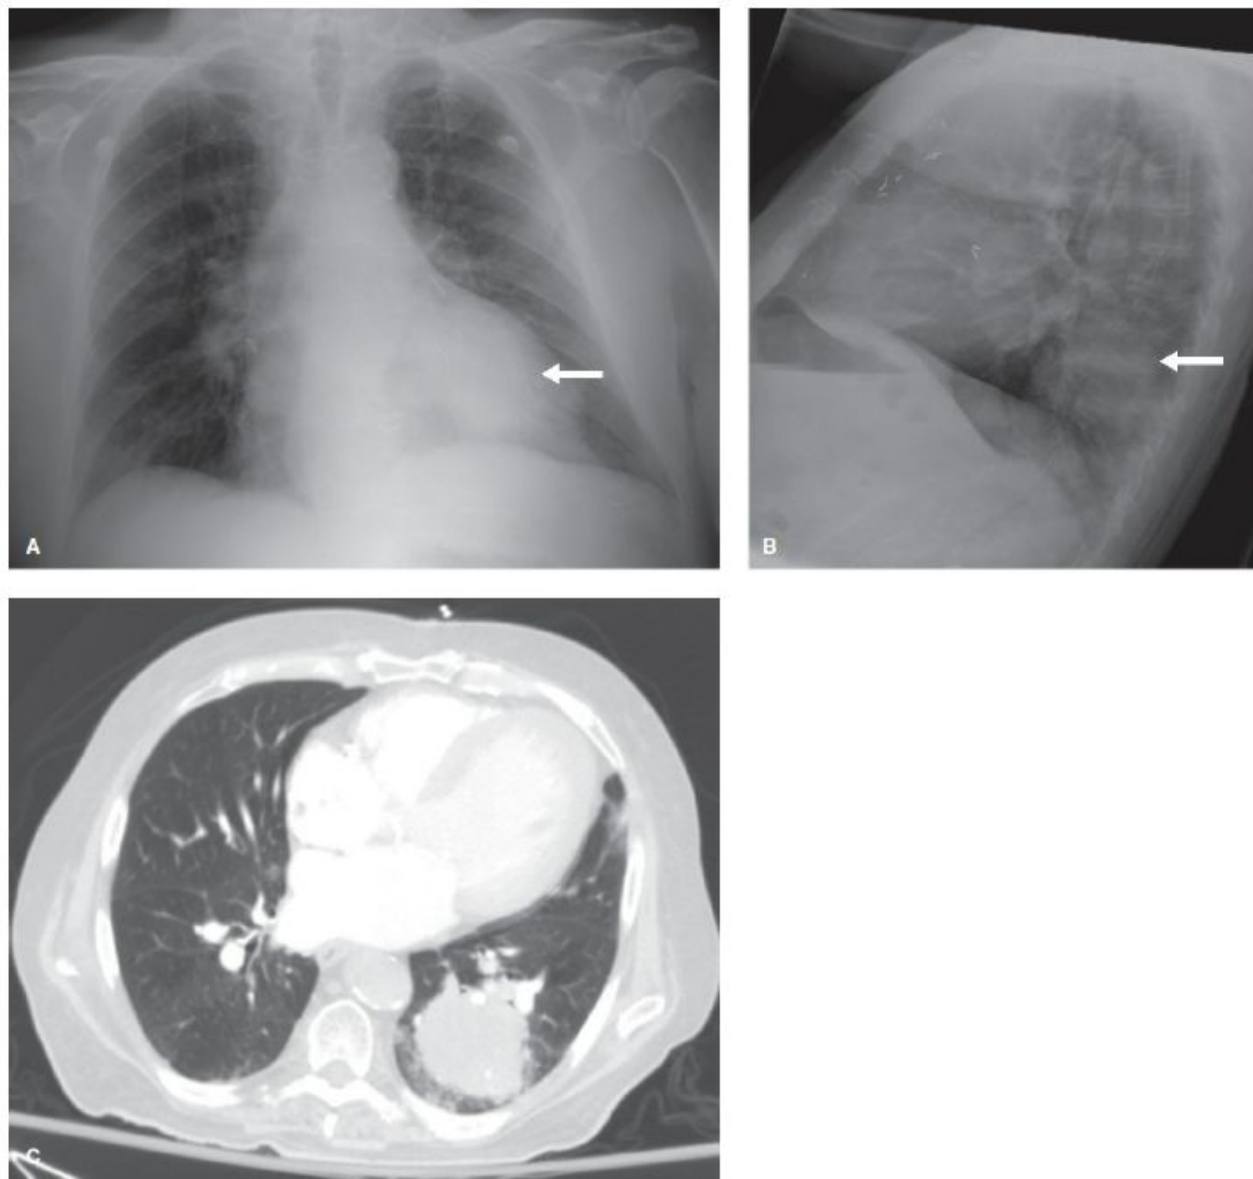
Round Pneumonia. A, B: Frontal (A) and lateral (B) chest radiographs in a 76-year-old man with cough and fever demonstrates a left lower lobe mass (arrows). C: Axial CT scan shows the left lower lobe mass with ill-defined margins. Blood cultures revealed pneumococcal infection.
